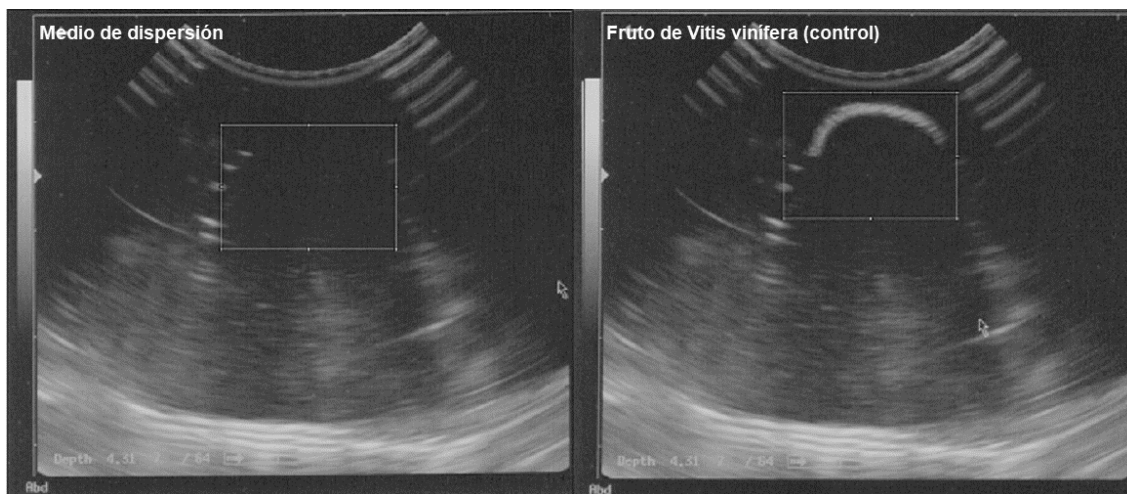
Ultrasonido en modo B de medio control.
